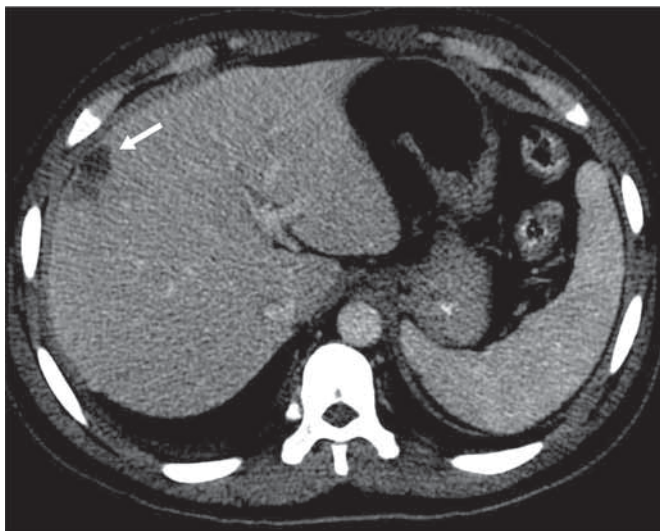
TC axial contrastado del abdomen superior, en ventana para parénquima hepático, donde se señalan dos lesiones contiguas de menor coeficiente de atenuación en el segmento VIII (flecha), con captación periférica del contraste, que miden 15 y 12 mm, en relación con abscesos hepáticos.
